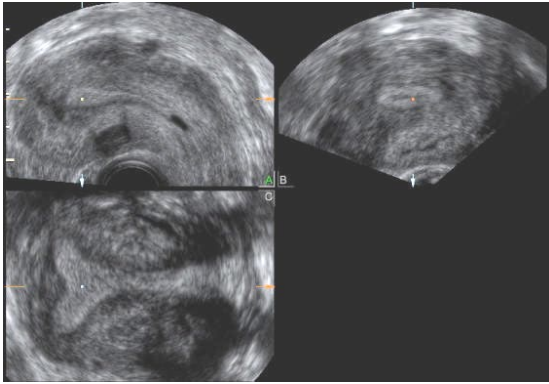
Imagen multiplanar donde se observa en el plano A (superior izquierda) un corte longitudinal del útero, en plano B (superior derecho) un corte transversal del útero y en plano C (Inferior izquierdo) el corte coronal, el cual no es posible obtener con la ecografía convencional.
